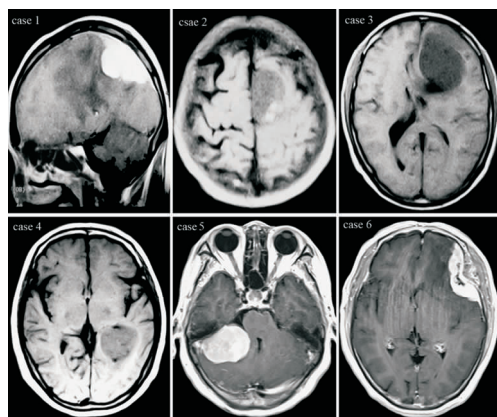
case 1 示肿瘤脑脊液环征不完整,呈分叶状、强化均匀、有明显的硬膜尾征。case 2 示肿瘤 MRT1 加权像信号不均,脑脊液环征不完整。case 3 示脑脊液环征不完整,信号不均匀,有瘤周囊肿。case 4 是肿瘤位于脑室,信号不均匀,脑脊液环征不完整。case 5 示肿瘤脑脊液环征基本完整,强化均匀。case 6 示肿瘤呈扁平型,有瘤内囊肿,有明显的硬膜尾征,脑脊液环征不完整。
